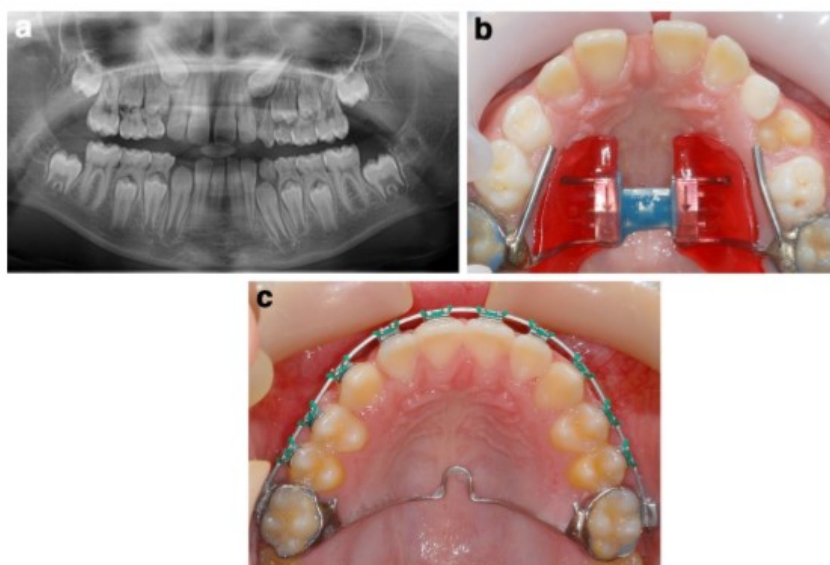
(A): na ortopantomografia observa-se o deslocamento do canino permanente superior direito e falta de espaço na arcada para os caninos. (B): Tratamento inicial com expansão maxilar rápida, para expandir a maxila e aumentar o espaço na arcada dentária. Erupção do canino superior esquerdo 7 meses após a expansão. (C): Imagem 25 meses após a expansão. O canino superior direito erupcionou 20 meses após o tratamento ortodôntico fixo. Não foi necessária exposição cirúrgica.
